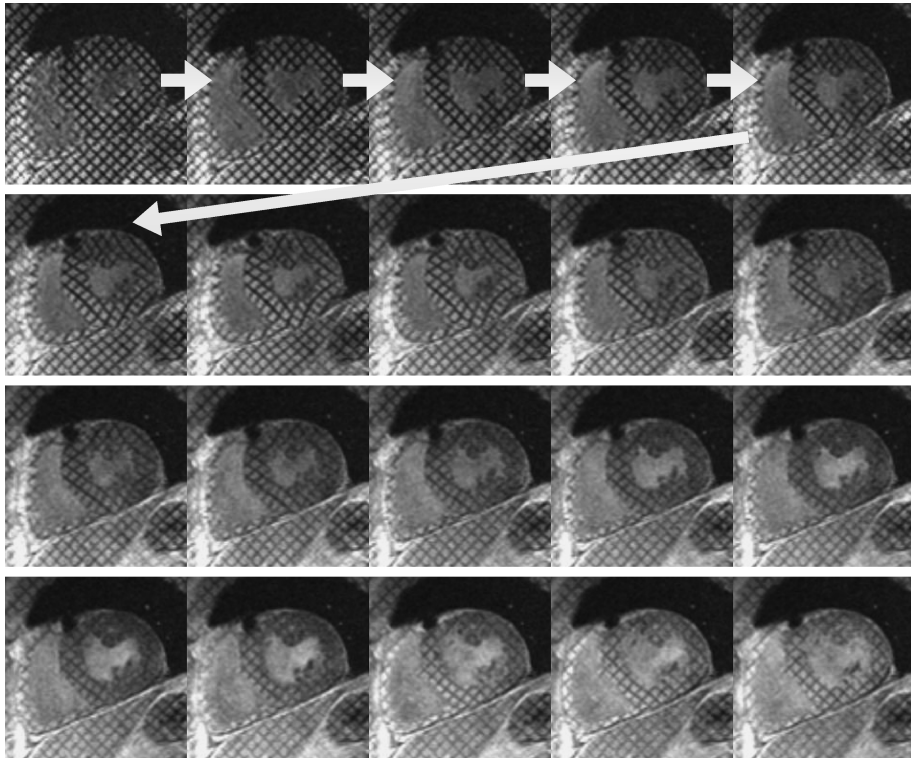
Case of old myocardial infarction (case # 1). Serial images of mid-ventricular short-axial SPAMM movies obtained with segmented k-space fast gradient echo by 3T MRI. Note the tags throughout the entire heart cycle.
